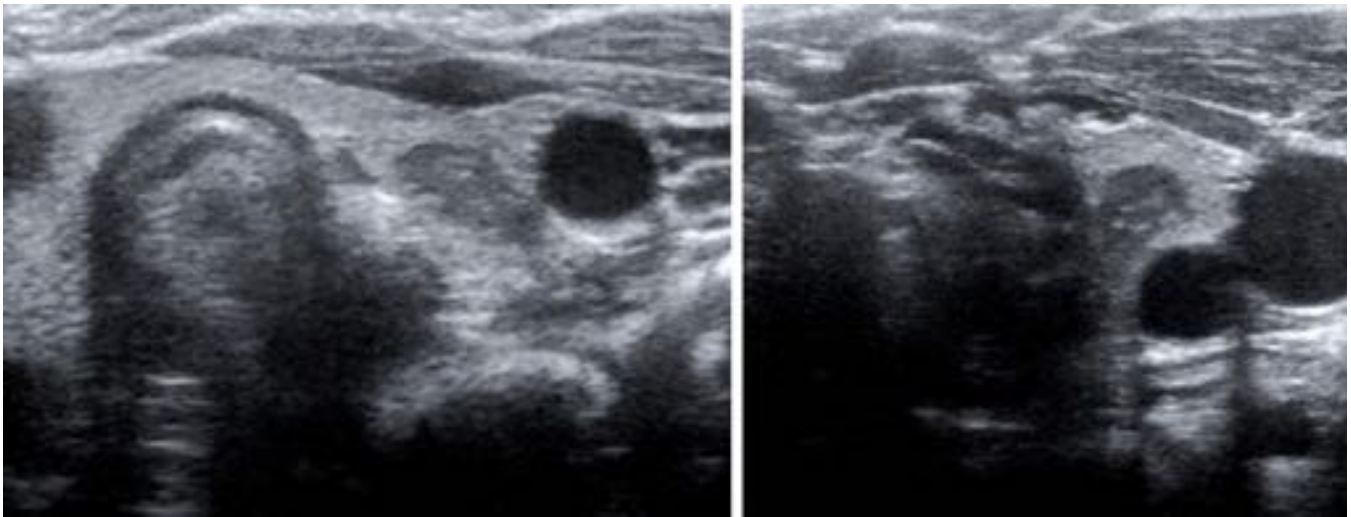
Niño de 3 años con tortícolis al que se le realiza ecografía del cuello. Se visualiza la glándula tiroides con un área hipocogénica bien delimitada en el lóbulo izquierdo, y con focos puntiformes hiperecogénicos en su interior compatible con tejido tímico.
